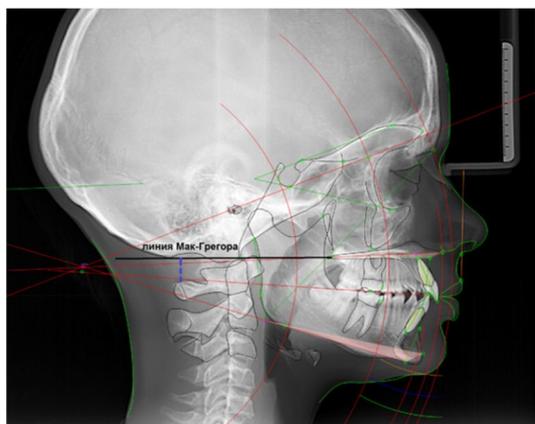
Анализ телерентгенограммы по Sassouni Plus и цефалометрические постральные ориентиры
